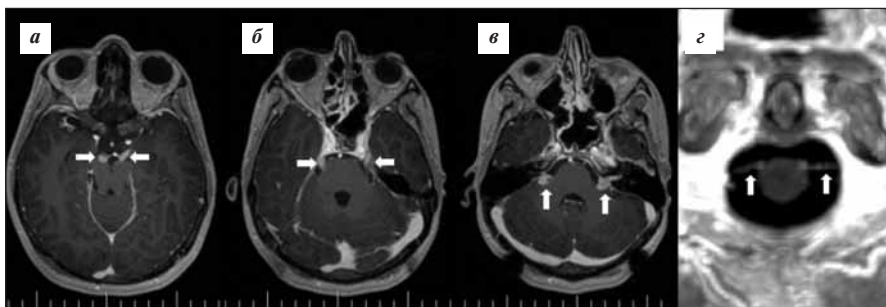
Аксиальные МР-томограммы головного мозга, взвешенные по T1, после контрастного усиления. Отмечаются утолщение нервов и накопление ими контрастного вещества (отмечено стрелками): а – глазодвигательными, б – тройничными, в – вестибуло-кохлеарными. Накопление контрастного вещества блуждающими нервами (г) отмечено стрелками
